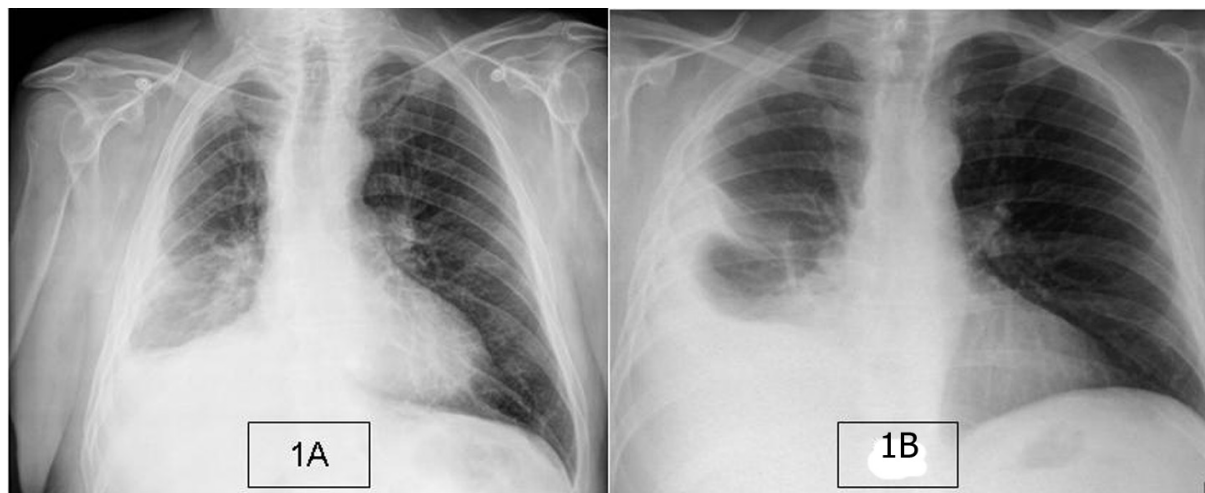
Radiographies thoraciques. Ancien sidérurgiste de 57 ans souffrant d'un mésothéliome malin biphasique droit avec réaction pleurale (1A), épaissements pleuraux correspondant à un mésothéliome pleural épithélioïde chez un ancien chauffagiste (1B)
